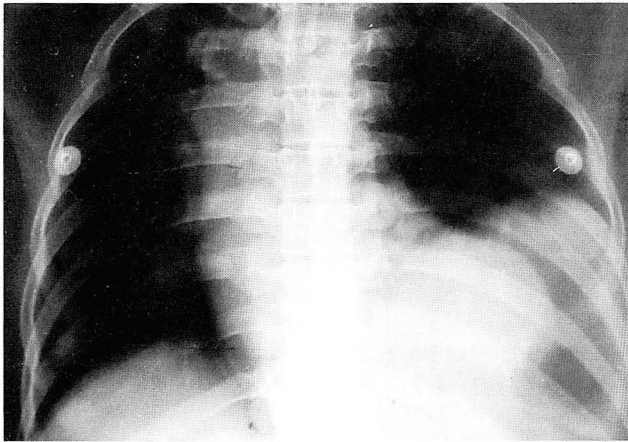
37-year-old man with traumatic rupture of left hemidiaphragm. Chest anteroposterior radiograph shows elevation of the left diaphragm, which looks like as diaphragmatic eventration or paralysis because of the relatively sharp contour.
